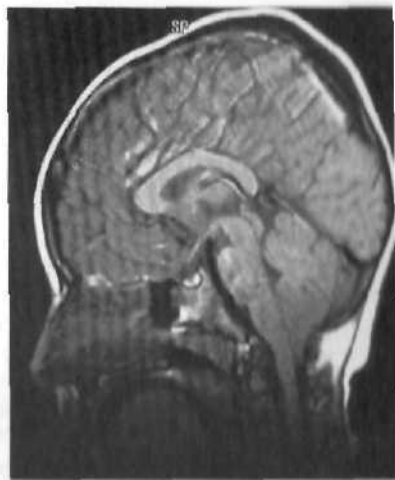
МРТ ребенка 5 лет с мальформацией Киари I. Миндалины мозжечка на уровне C_{III}.
